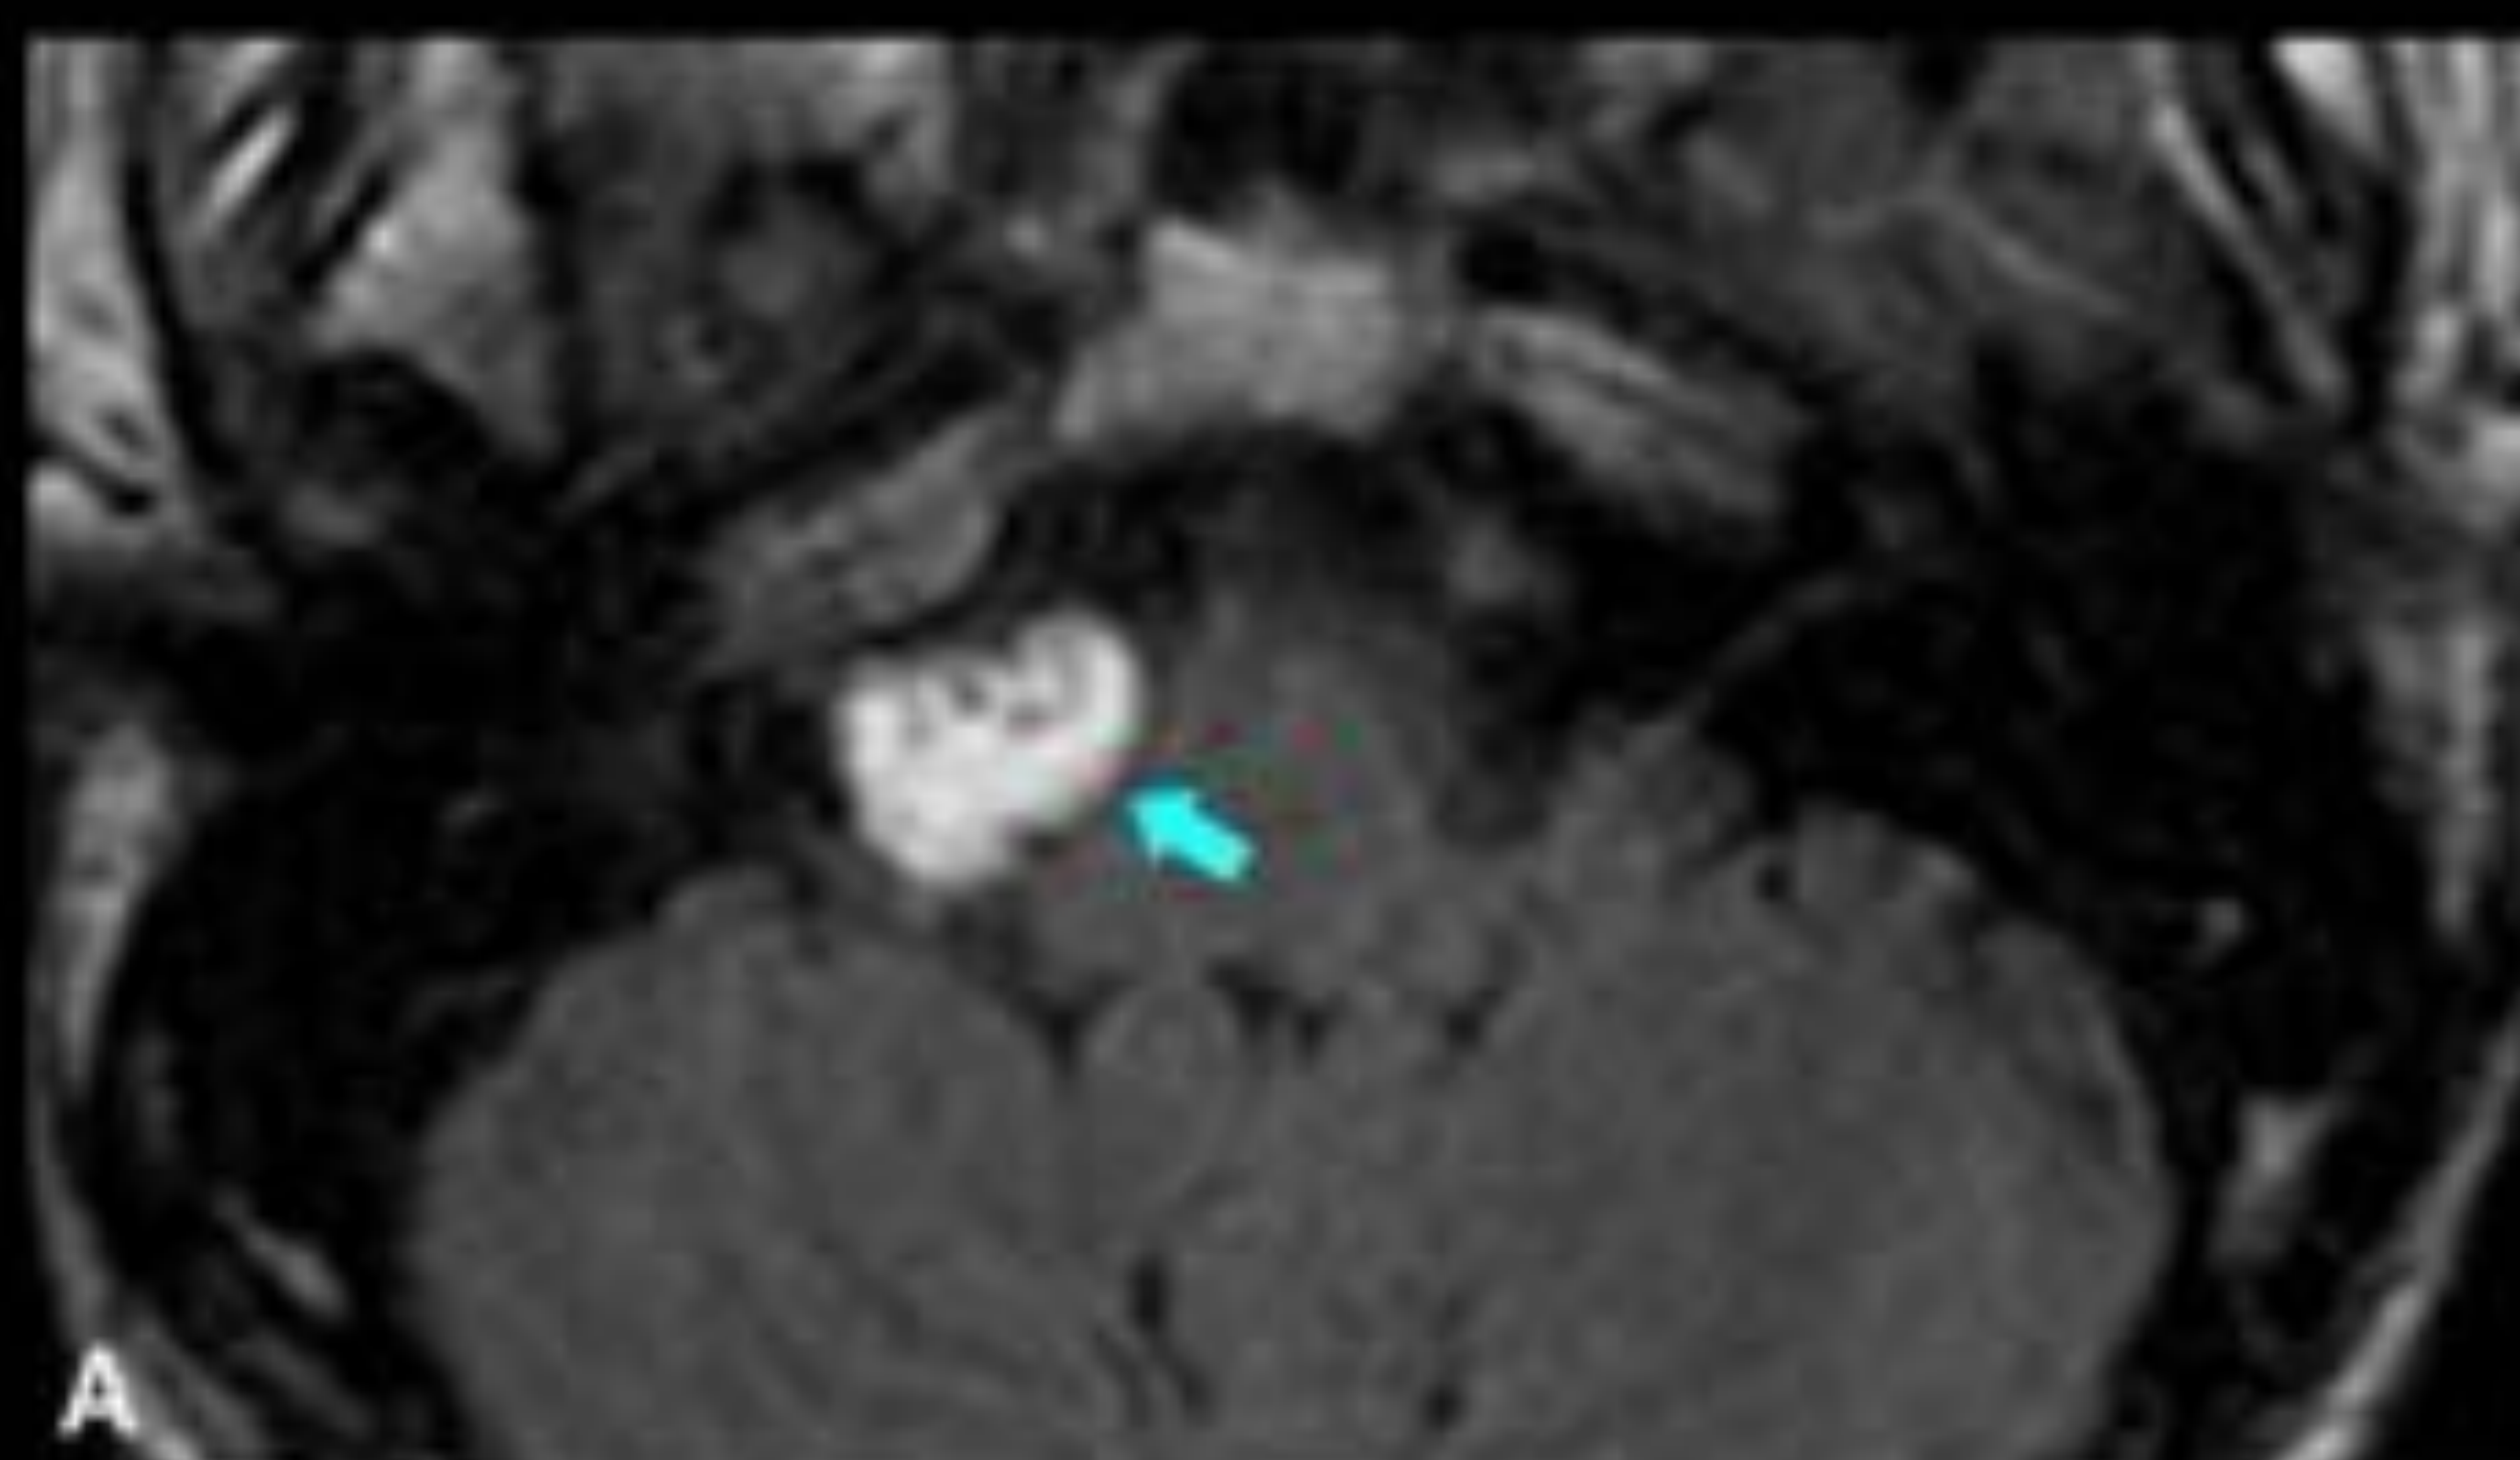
Mujer de 24 años con neuralgia del trigémino. La lesión es isointensa con el LCR en las secuencias T1 y T2 A) La imagen axial de RM ponderada en T2 muestra una lesión hiperintensa (quistica) de márgenes lobulados (flecha amarilla) B) La imagen de RM con gadolinio muestra una imagen hipocaptante (flecha verde). C y D) Presenta restricción de la difusión con valores altos de señal en secuencias B1000 y bajos en secuencia ADC (círculos rojos). Estos hallazgos están en relación con quiste epidermoide. Observe la invasión del cavum de Meckel (asterisco azul).
